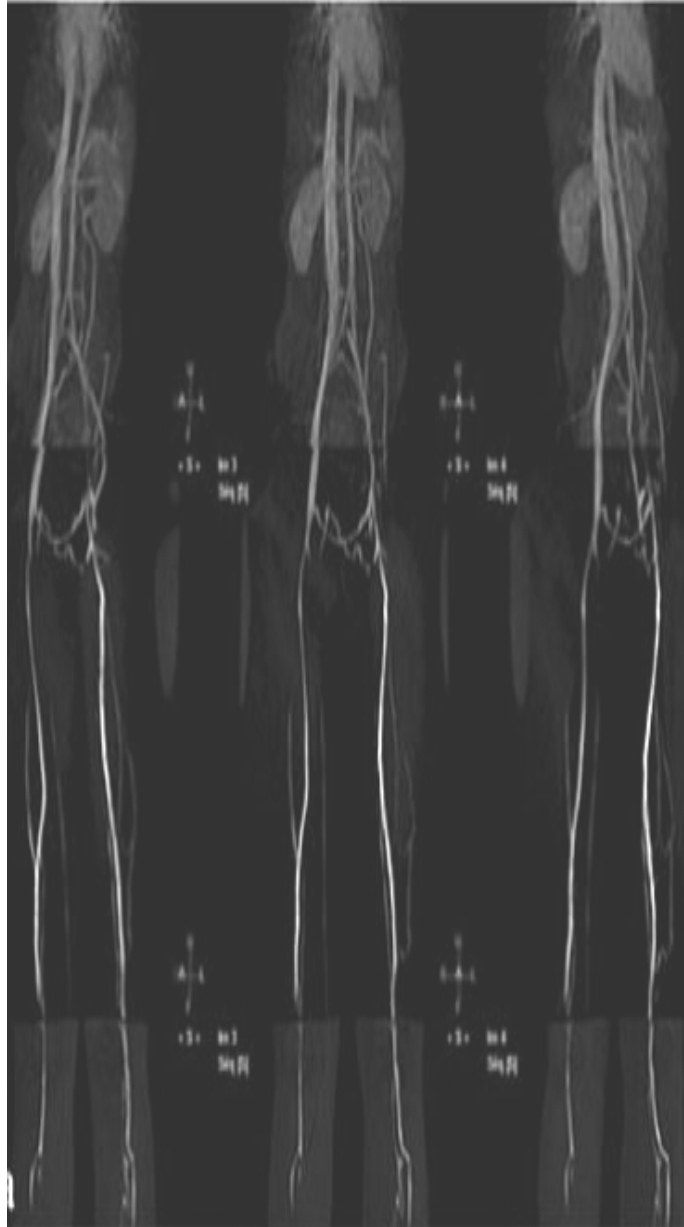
Phlébo-IRM avec injection bi-pédieuse de gadolinium, de face et en obliques antérieurs droit et gauche à 30° : Occlusion iliaque étendue avec drainage par des collatérales pariétales postérieures, sus-pubiennes et ovariennes
